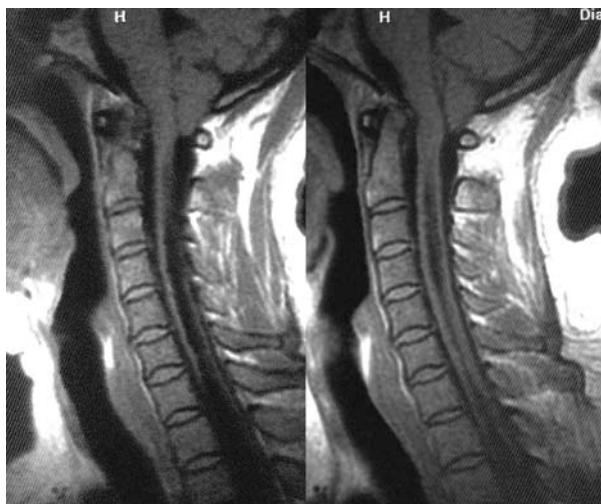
МРТ в сагиттальной проекции. Аномалия Киари I, сирингомиелия.
